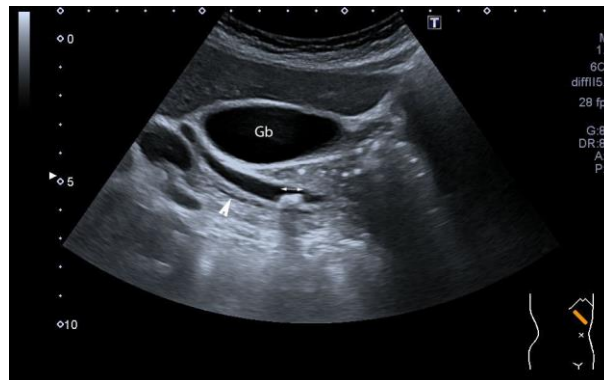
胆总管结石。该图像显示胆管内结石近端胆管扩张（位于标尺之间），导致胆汁流动受阻。注意，这块大结石与超声束呈 90°，显示出远端声影。
